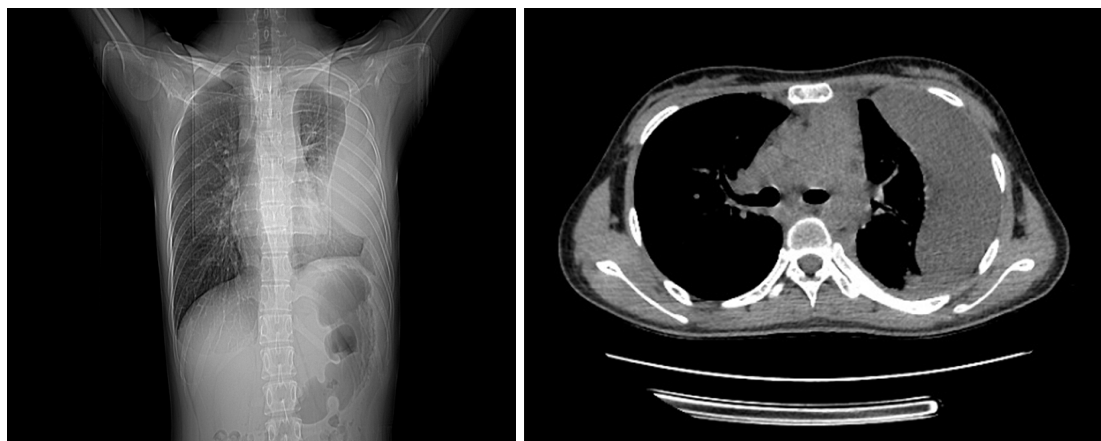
术后1个月胸部X线片及胸部CT提示左侧大量包裹性胸腔积液
